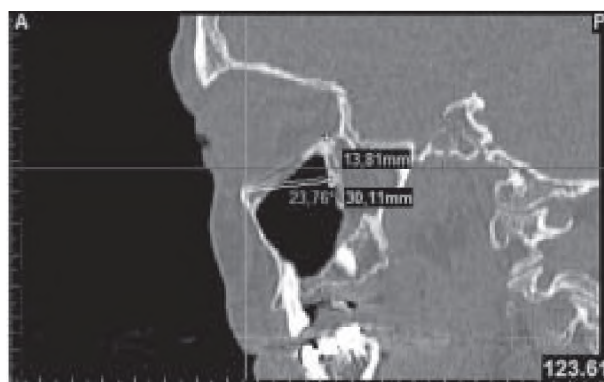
Сагітальний зріз КТ демонструє висхідне косе положення дна орбіти.
